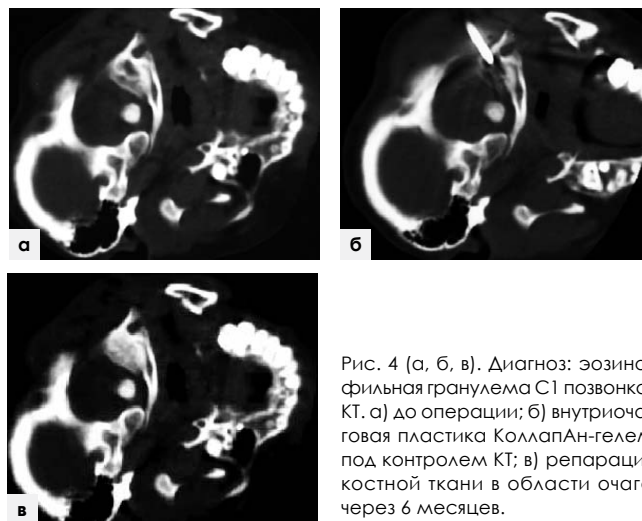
(а, б, в). Диагноз: эозинофильная гранулема С1 позвонка. КТ. а) до операции; б) внутриочаговая пластика КоллапАн-гелем под контролем КТ; в) репарация костной ткани в области очага через 6 месяцев.
